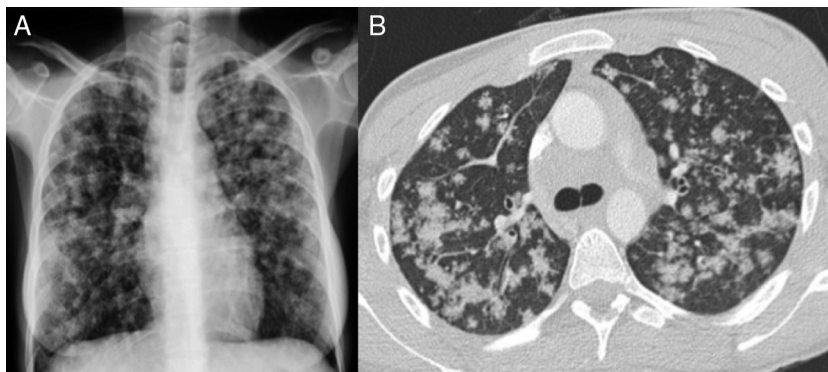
Radiografía de tórax posteroanterior (A) con opacidades pseudonodulares parcheadas que predominan en los campos medios y superiores. No se aprecia derrame pleural ni ensanchamiento mediastínico. TC de tórax en corte transversal (B) en la que se observan opacidades pulmonares centrolobulillares con tendencia a la coalescencia, de predominio en los campos superiores y medios.
